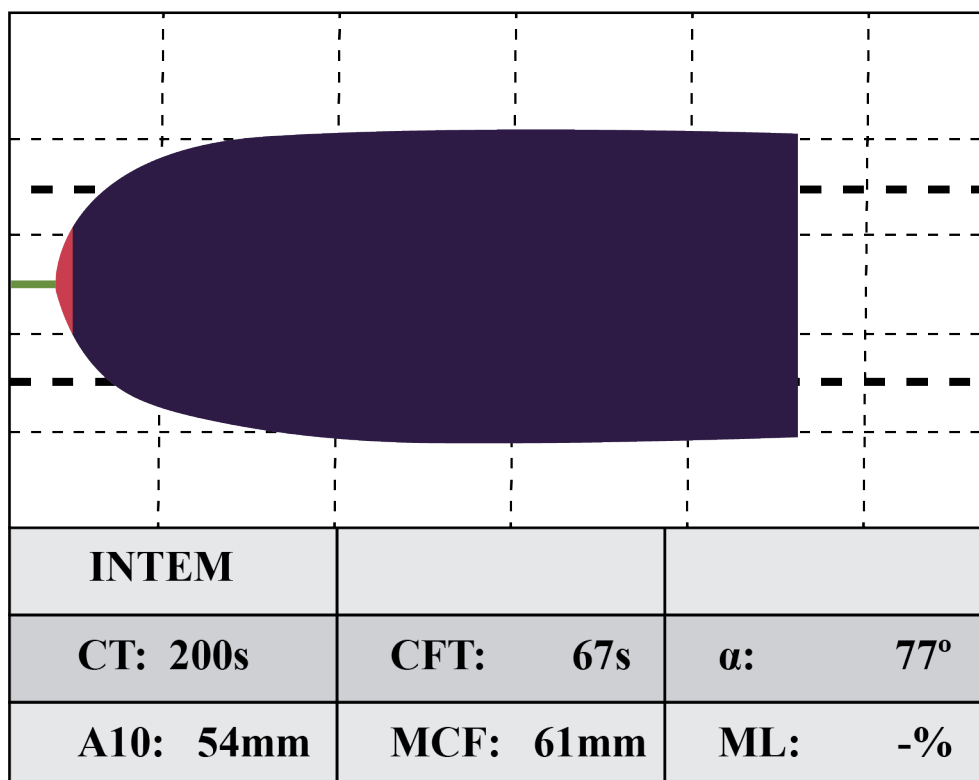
Exemplo de resultado do teste INTEM. Fonte: autoral, adaptado de Calatzis et al<sup>72</sup>. CT (expresso em segundos) = Tempo de Coagulação: se refere à formação de trombina, tempo desde a ativação até uma amplitude de 2mm;  $\alpha$  (expresso em °) = definido como ângulo entre a linha de base e a tangente da curva de coagulação na amplitude de 2mm; CFT (expresso em segundos) = Tempo de Formação do Coágulo: refere-se à dinâmica da formação de fibrina, intervalo entre a amplitude de 2mm e a de 20mm; A10 = amplitude do gráfico aos 10 minutos; MCF (expressa em mm) = Firmeza Máxima do Coágulo: refere-se à máxima amplitude do gráfico, proporcional à quantidade de fibrinogênio e plaquetas; ML (expressa em %) = Lise Máxima: representa o percentual de redução da amplitude do coágulo após a iniciação da fibrinólise.
